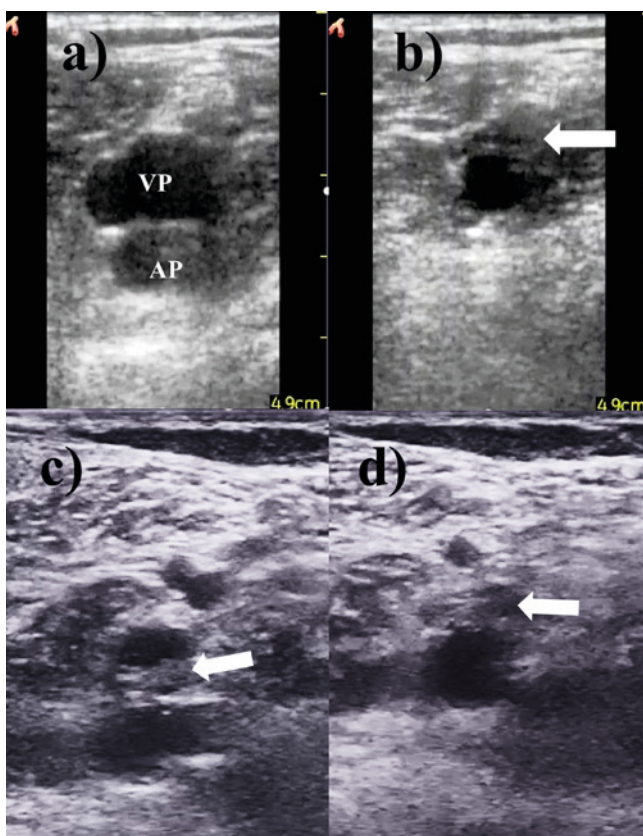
Kompresní ultrasonografie v oblasti v. femoralis.
